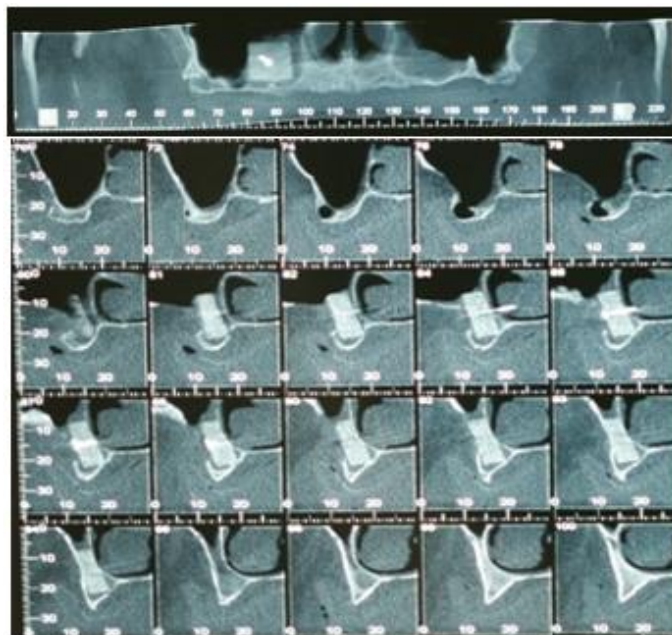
Tomografia após 6 meses, representando o ganho ósseo
